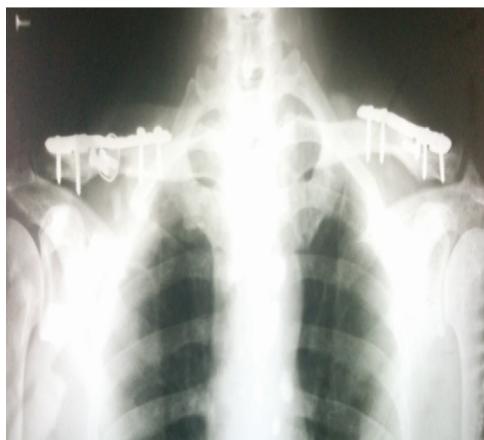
Radiografia pós-operatória, após oito meses, apresenta boa consolidação.
